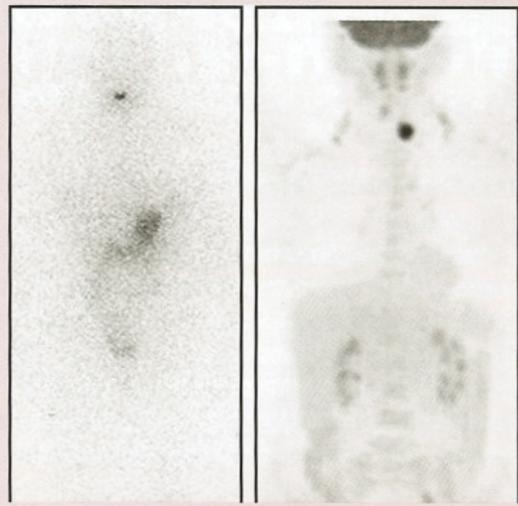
IMAGEN #5 – Gamagrafía con Yodo 131 vs. PET-CT Híbrido
